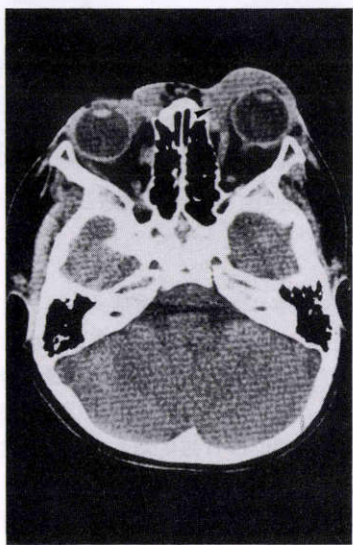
入院1週間目の眼窩CTスキャン像(ブレン)。左眼窩深部から眼瞼部にかけて軟部組織と同等の電子密度を示す腫瘤影が認められる(矢印)。右眼瞼部にもこれと同等の電子密度の異常組織が認められるが、今回の外傷と無関係と考えられる。
